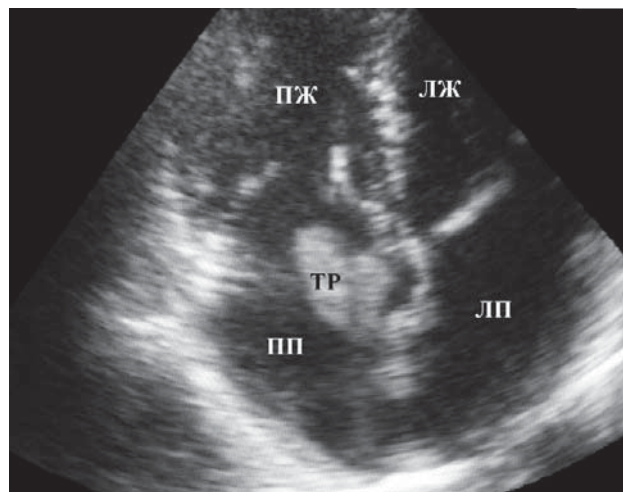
Чреспищеводная эхокардиография, где ТР - тромб; ПП - правое предсердие; ЛП - левое предсердие; ПЖ - правый желудочек; ЛЖ - левый желудочек.
